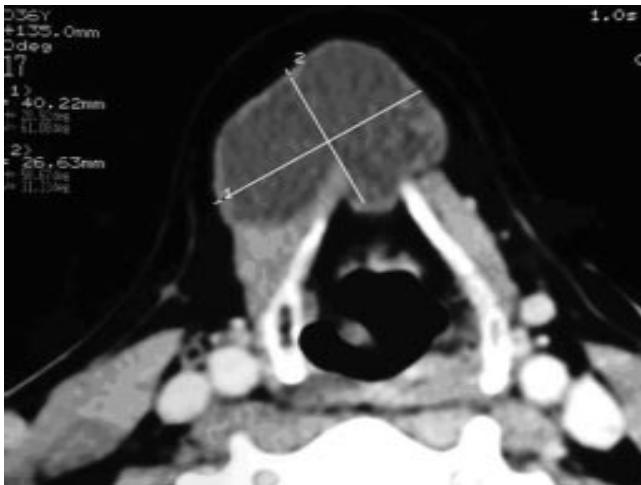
Tomografía que muestra un quiste que descansa por delante de la porción central del hueso hioides
